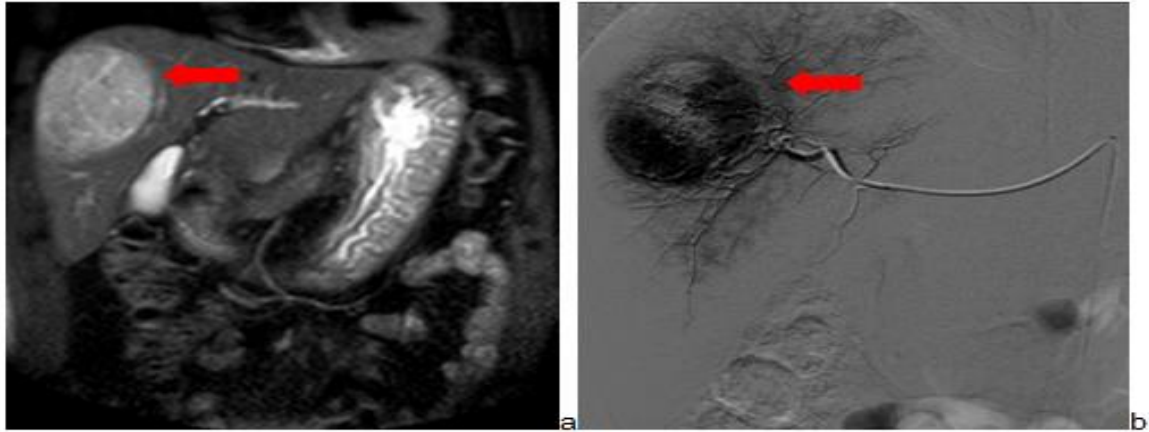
Tomografía computarizada abdominal con contraste intravenoso realizada en un paciente de 67 años. a) Se observa un carcinoma hepatocelular de 67 mm en el segmento hepático VIII/V (flecha). b) Por abordaje femoral e introductor de 5F se realiza cateterización de la arteria hepática inyectando lipiodol y adriamicina seguida de una embolización con partículas de esponja de gelatina estéril (Gelfoam®) de forma selectiva, observando depósito de contraste en el tumor del segmento V (flecha).
